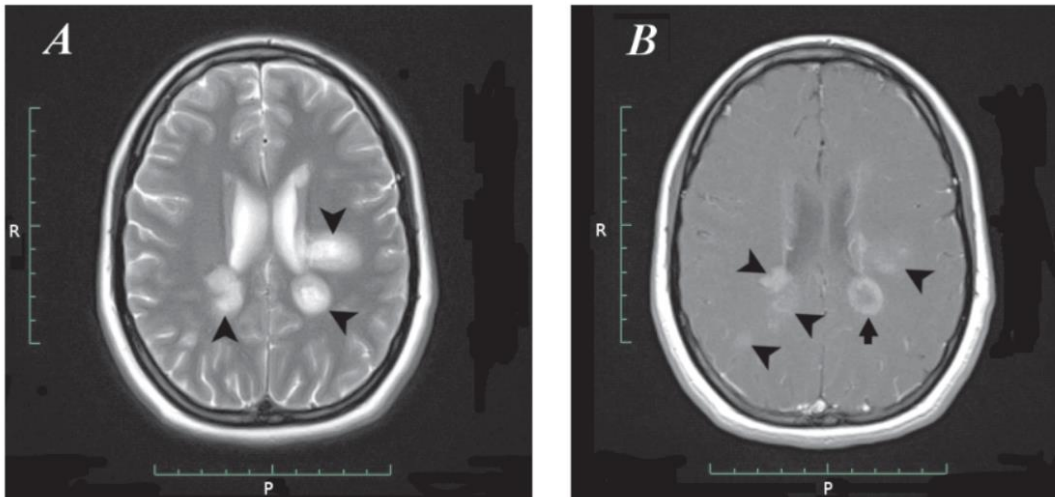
Resonancia magnética de una paciente de 20 años de edad con esclerosis múltiple.
